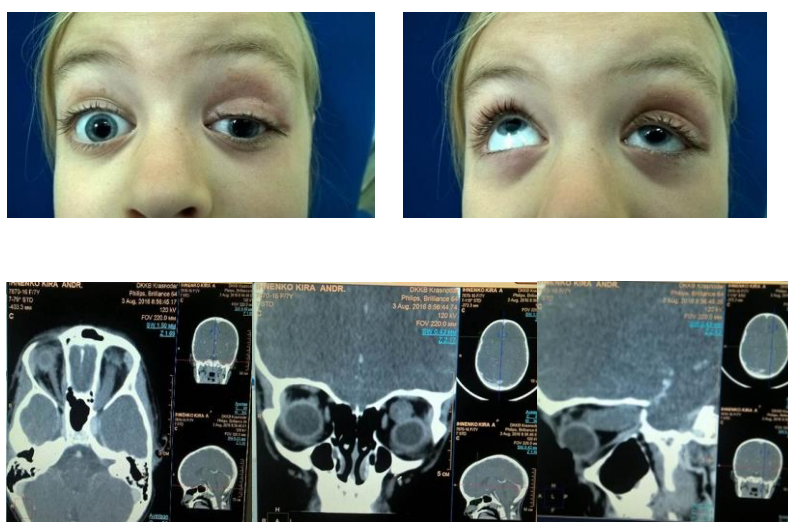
Пациентка И. К., 10 лет. Пилоцитарная астроцитома зрительного нерва OS. Внешний вид глаза и результаты компьютерной томографии орбит
